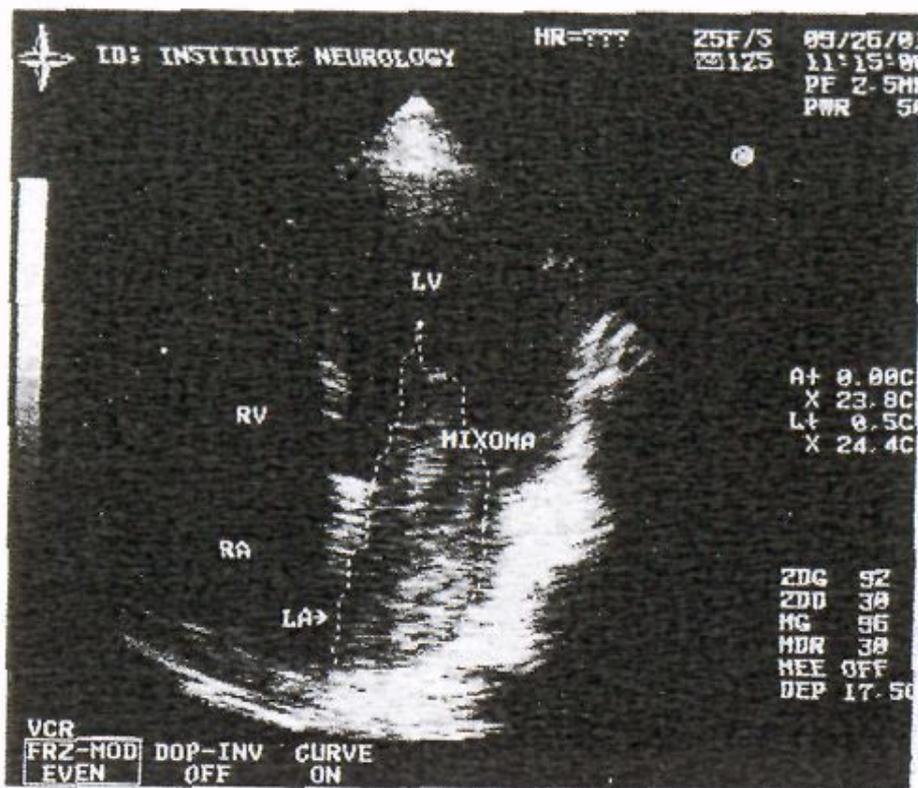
Эхокардиографическая четырехкамерная позиция сердца из апикального доступа.
